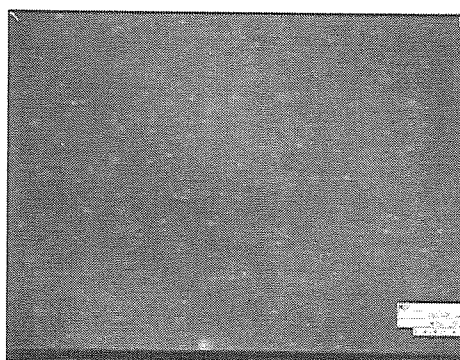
図6に今回水中にて液滴の相変化を音響的に観察する実験系を示す。脱気水中にて、チューブに封入した液滴溶液に収束超音波を照射する。その際のチューブ内の音響的变化を超音波プローブ EUP-L53S にて観察する。結果の一例を図7に示す。本結果は、周波数 2MHz にて、収束超音波源に電圧 70V を印加して 10 秒間照射して得られたものである。上段が液滴あり、下段が液滴なしである。上段においては、左の収束超音波前には見られない輝度上昇が、右図においては明瞭に見られている。これに対し、下段の対照においては、超音波照射による輝度変化は認められない。この結果は、液滴の相変化による微小気泡の生成を示唆するものであるが、より直接的に微小気泡の生成を確認するため、光学的な観察を行った。図8に結果の一例を示す。本結果は、ポリアクリルアミドゲル中に液滴を封入し、超音波照射前後に撮影したものである。図3に示すように液滴がサブミクロンサイズであるため、a)の照射前には顕微鏡の分解能以下で何も存在しないように見えるが、b)の超音波照射後においては、ドット状の白変領域が多数確認できる。この白変はそれぞれがミクロンサイズの気泡である。参考までに、c)に造影剤として市販されているミクロンサイズの気泡の画像を付記してある。
